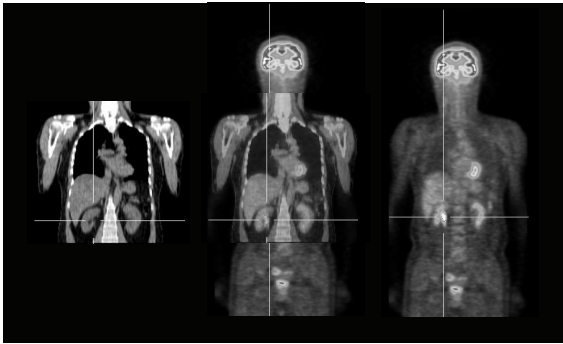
PET 画像と CT 画像の重ね合わせ
